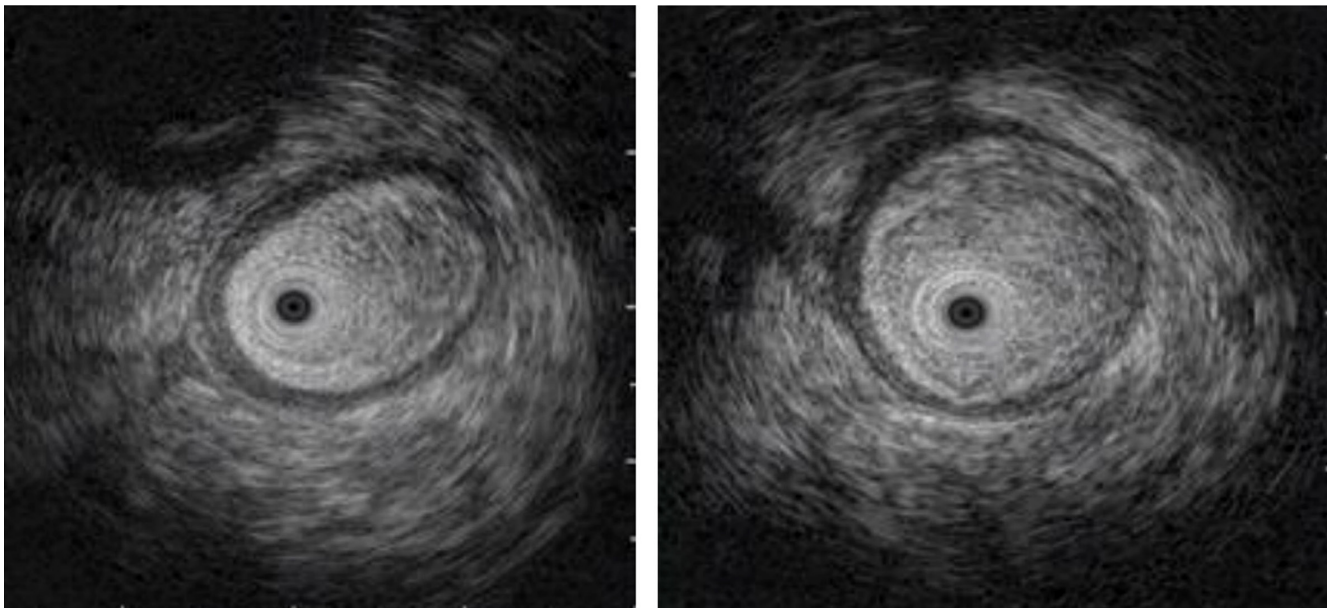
Edema de la pared del asa intestinal, observada en una ultrasonografía endoscópica, mediante una minisonda.
